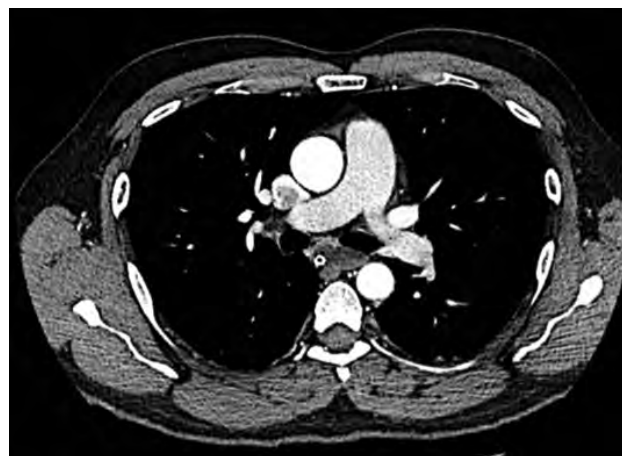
Angiotomografía pulmonar con defecto de llenado en ramos segmentarios y subsegmentarios de arterias pulmonares en lóbulo inferior izquierdo, centrales.
